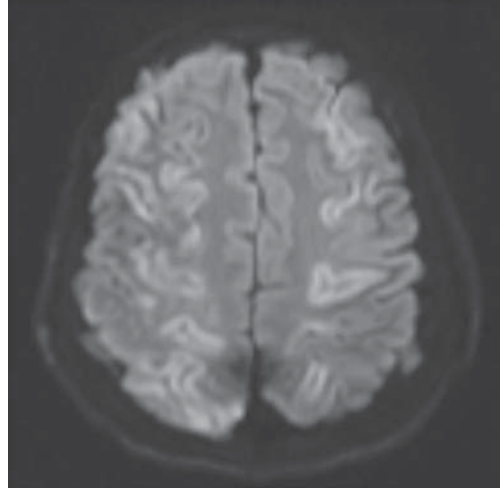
MRI diffusion 5days after the accident
